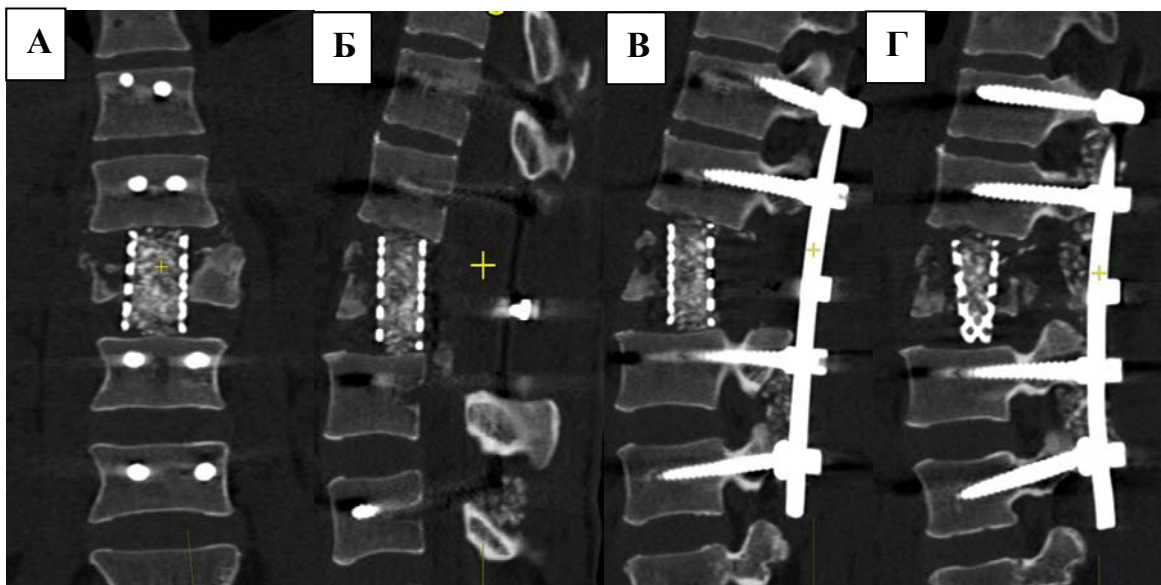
Результаты контрольных КТ пациентки Б., 40 лет: реконструкция во фронтальной плоскости (А), в сагиттальной плоскости (Б), положение винтов (В, Г)
